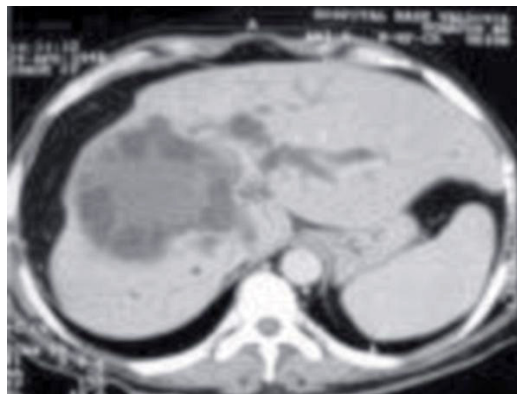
TAC Hematoma Hepático
